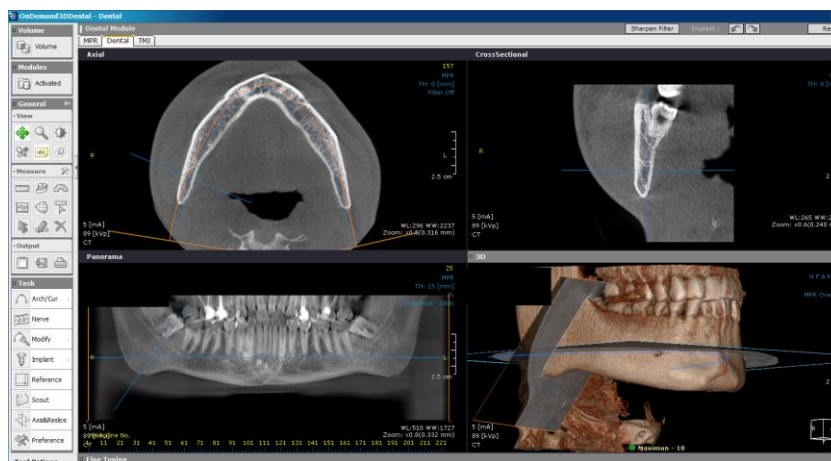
Secțiuni în trei planuri anatomice pe CBCT (coronal, sagital și axial)
